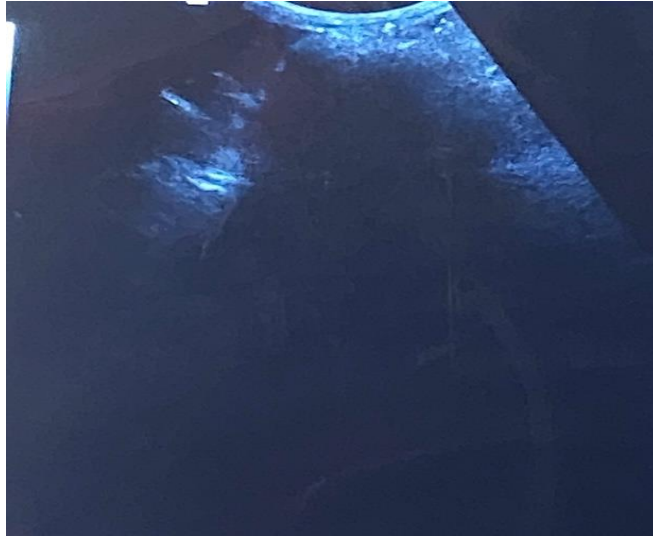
Третья серия, опыт №3. УЗИ модели «остаточной» полости на 10 сутки после операции.
